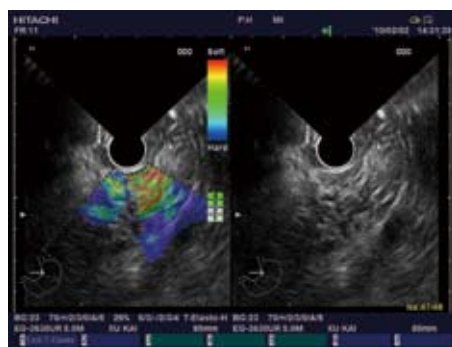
胰腺炎性病变. 超声内镜弹性成像呈绿、黄、红混杂, 弹性成像评分2分.
